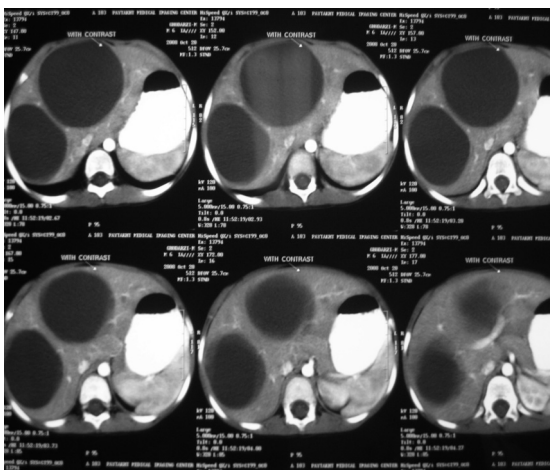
CT scan of liver
